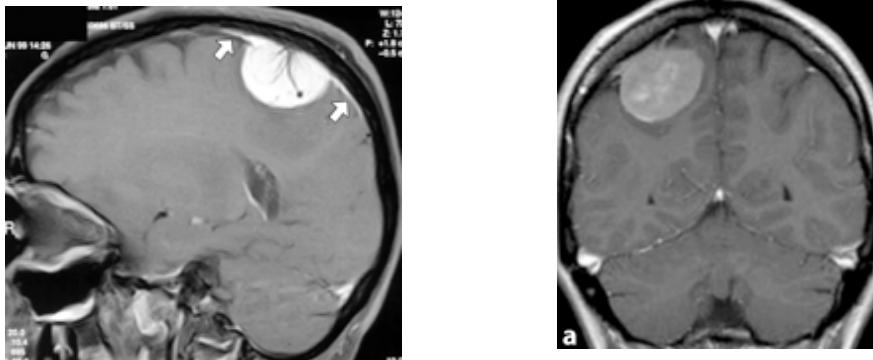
Imágenes de resonancia magnética que muestran la “cola dural” patognomónica de meningiomas. Neuro-Oncology of CNS tumors p.81
